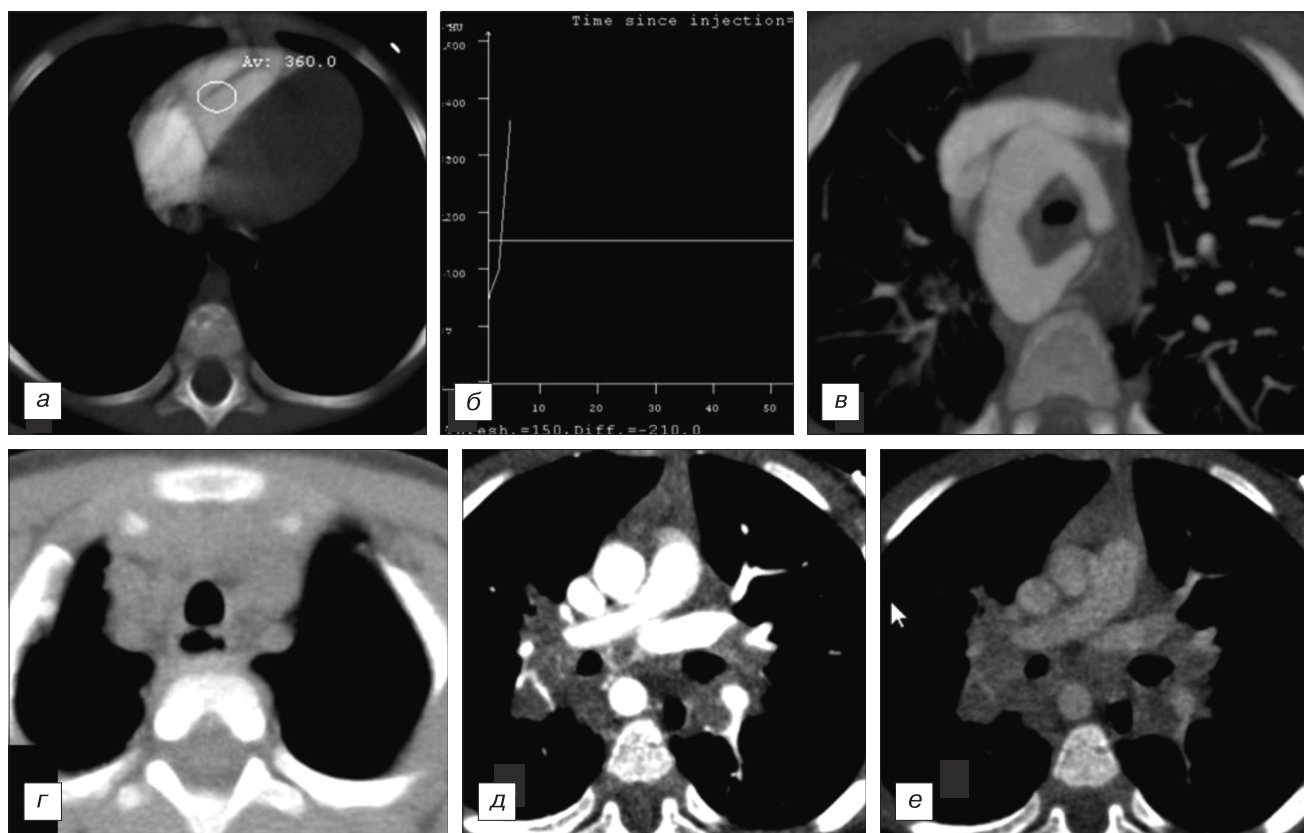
Компьютерные томограммы пациента Б.
